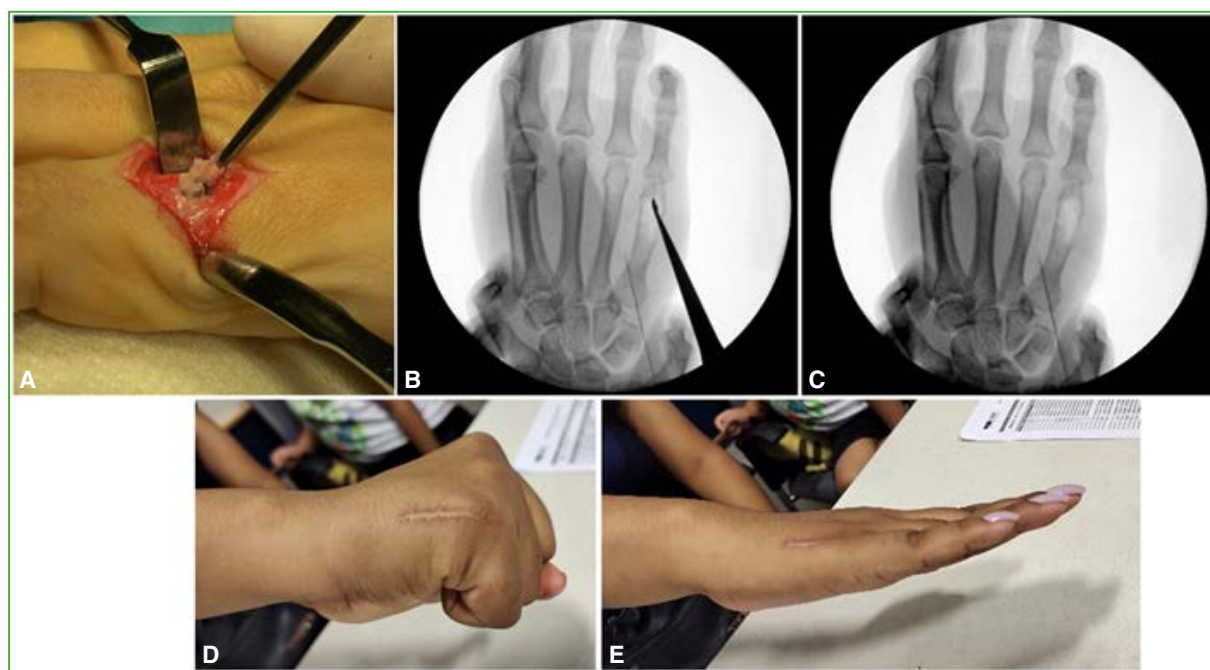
Caso 5. A. Imagen clínica intraoperatoria del curetaje de la lesión. B. Radiografía anteroposterior de mano, intraoperatoria. Se observa el curetaje intralesional. C. Radiografía anteroposterior de mano, posoperatoria. Lesión reseca. D y E. Resultado clínico final.
